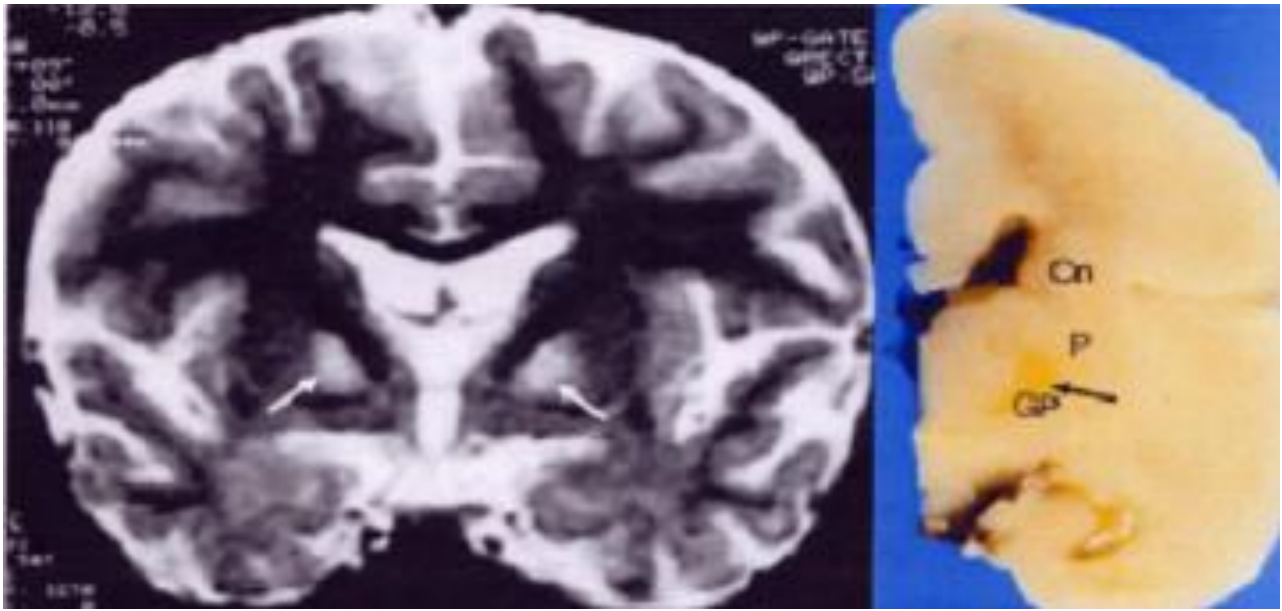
Atteinte des noyaux gris centraux sur coupe IRM et anatomique [29]
